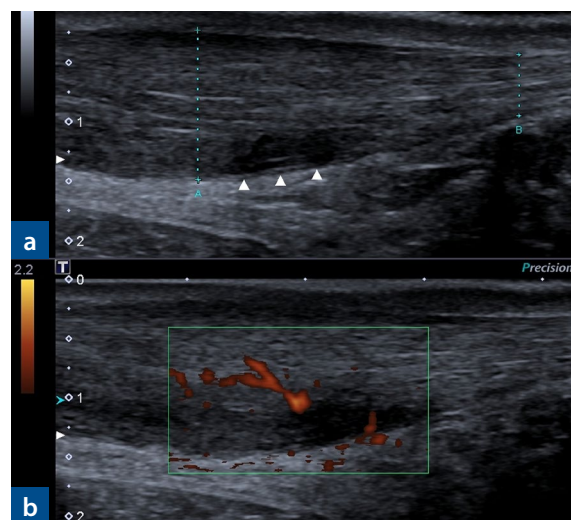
Chronische Mid-Portion-Tendinopathie eines 39-jährigen Läufers. Sonografie im Longitudinalschnitt.
